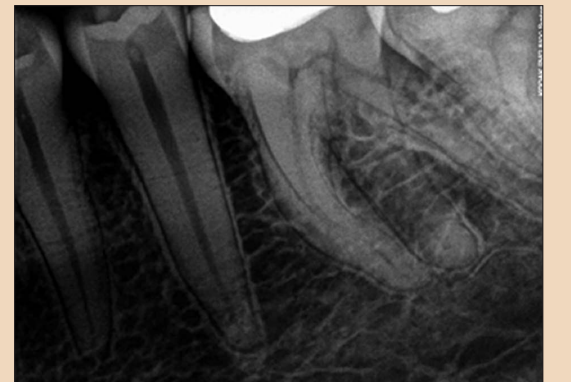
46 nu.lı dişin aletli radyografisi. Ortadaki ‘radix entomolaris’e dikkat ediniz.
